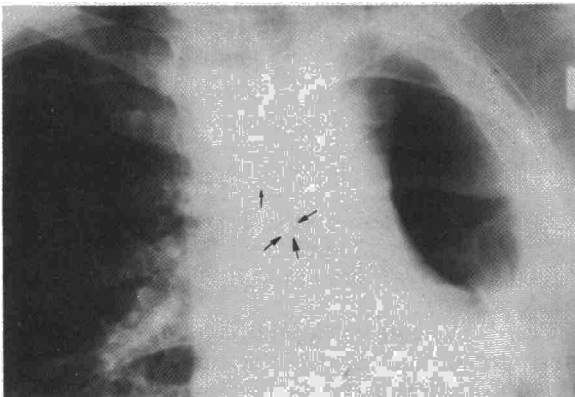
Radiografía en la que se aprecia la longitud del muñón bronquial.
